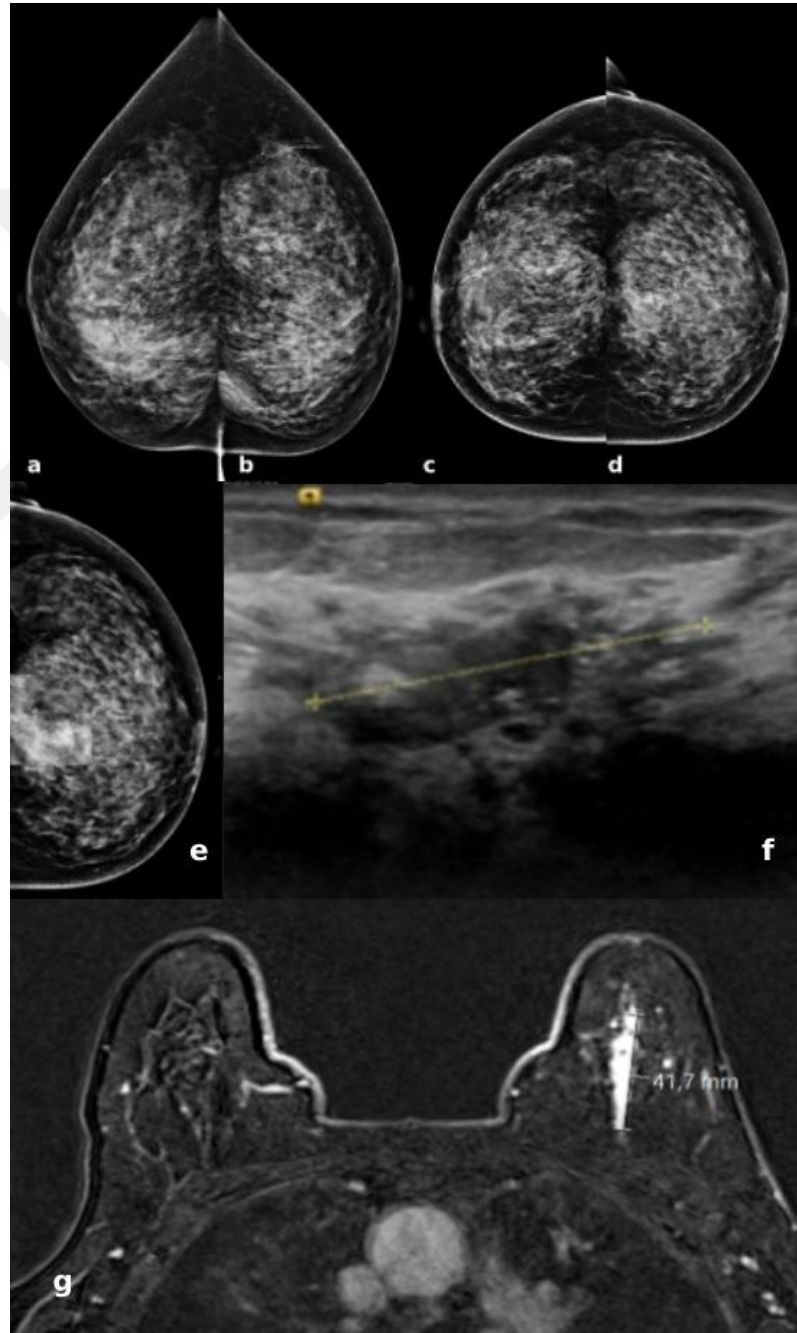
Sağ meme karsinomu tanılı hastanın MMG, USG ve MRG görüntüsü
